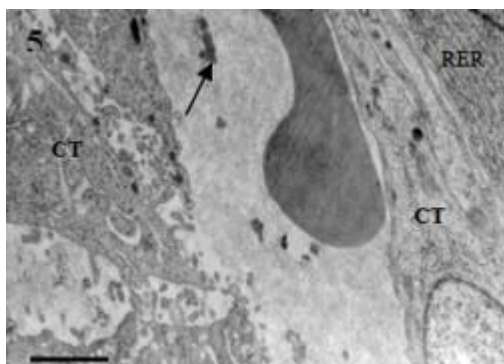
CA . CT: células tumorales, adyacente al citoplasma de un plasmocito con abundante RER. E: eritrocitos. Flecha.: fibrina. Bar=0.5μm
